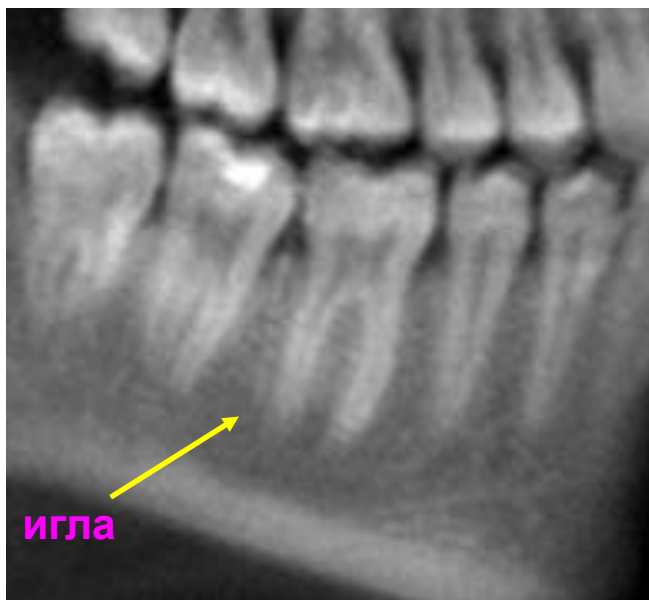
Объемная дентальная томография. Определение костной плотности в месте внутрикостного введения анестетика.
